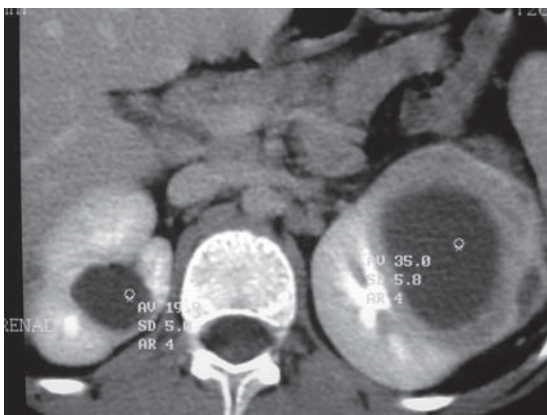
Tomografía axial computada con imagen de colección renal izquierda de 7 cm.
